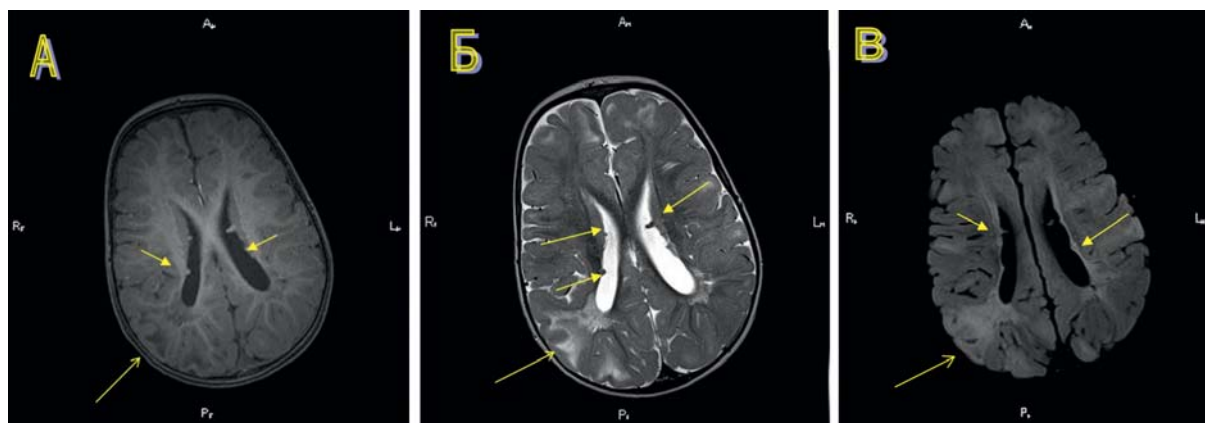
Пациент Д.Г, 15 мес. Диагноз: Туберозный склероз. А. — T1-взвешенное изображение. Б. — T2-взвешенное изображение. В. — изображение в режиме FLAIR.
